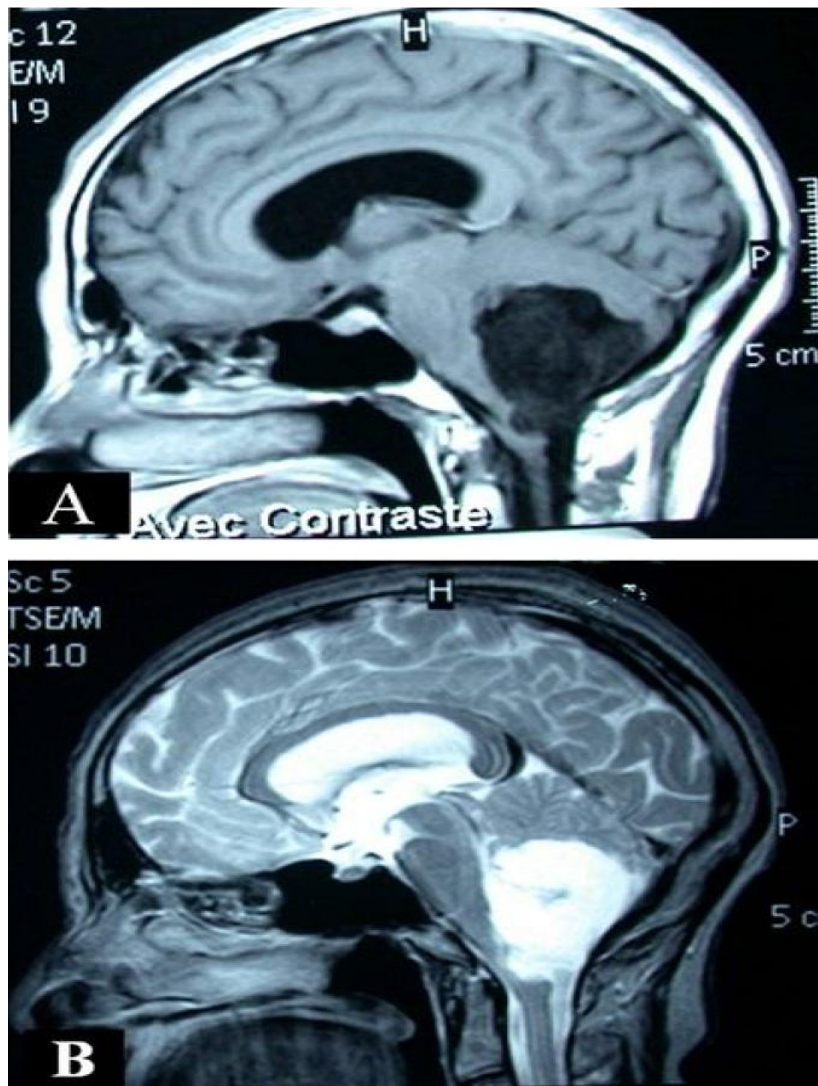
IRM en coupe sagittale, séquence pondérée T1 après injection du gadolinium (A) et T2 (B), montrant une lésion hétérogène hypointense T1 et hyperintense T2, ne prenant pas le contraste, ayant des limites irrégulières, comblant complètement le V4 et se prolongeant dans le foramen magnum en bas (patient 19 : tableau1).
